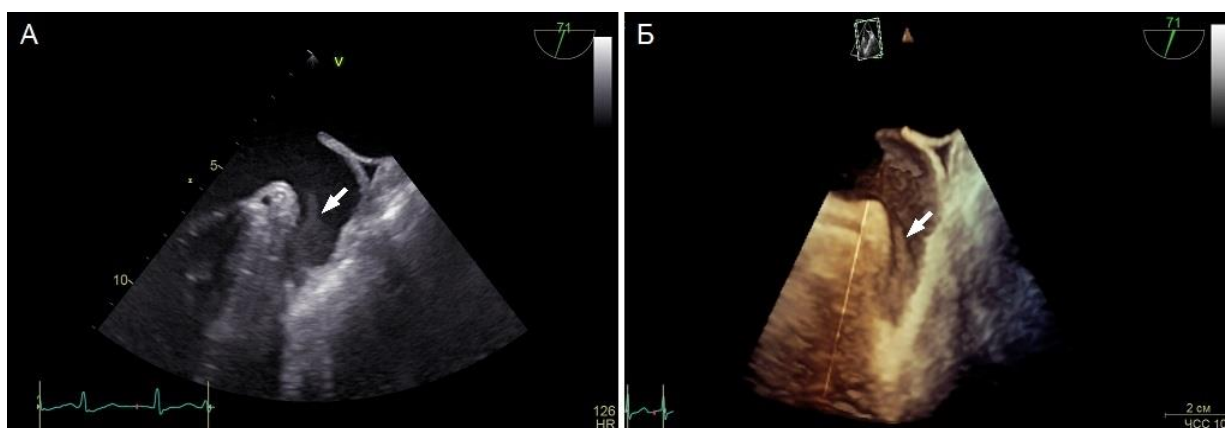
Тромб в ушке левого предсердия (указан стрелкой) при двухмерной (А) и трехмерной (Б) чреспищеводной эхокардиографии
